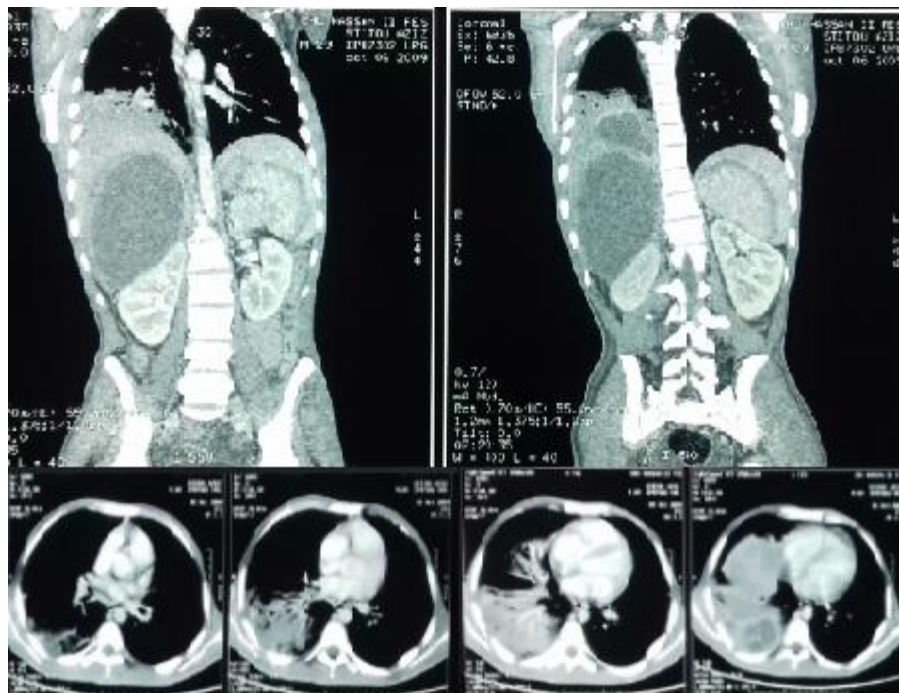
b : TDM-TAP montrant une grande lésion kystique, à paroi épaisse, du foie en contact avec une lésion kystique et des lésions de condensation pulmonaire du LID.
